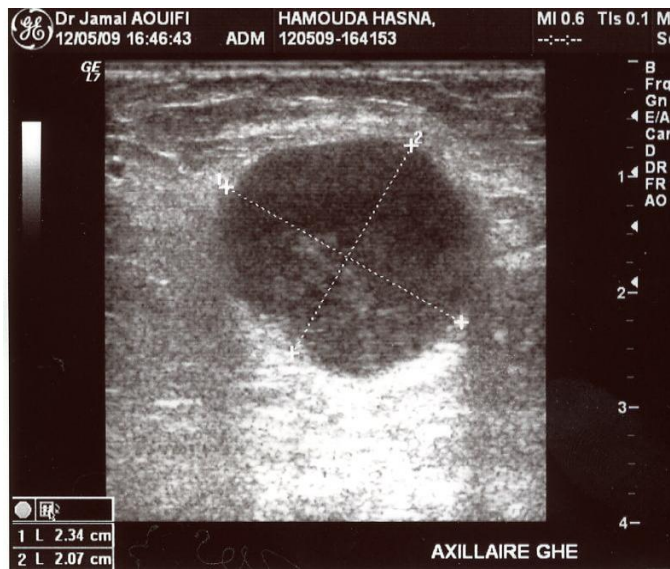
Échographie du creux axillaire gauche, adénopathie axillaire.[27]
